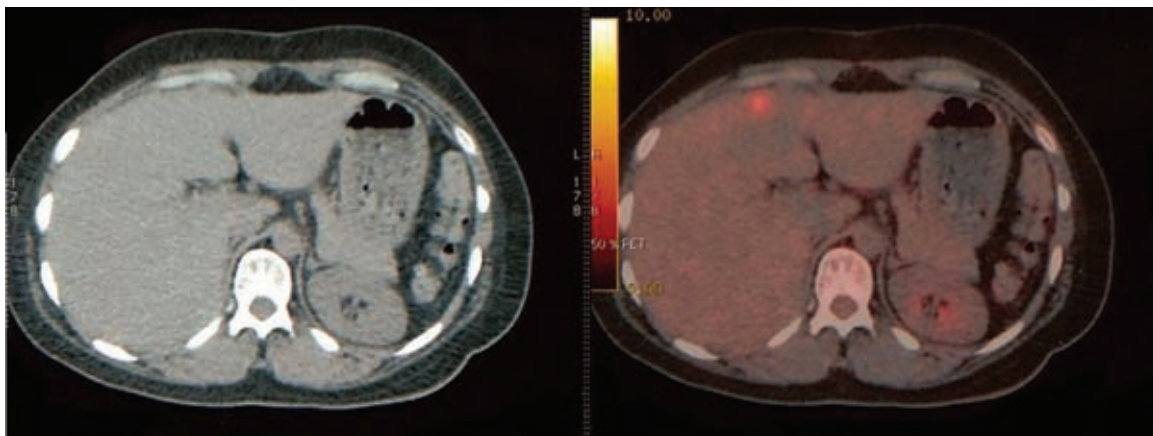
PET-CT con actividad metabólica malignidad en hígado.
